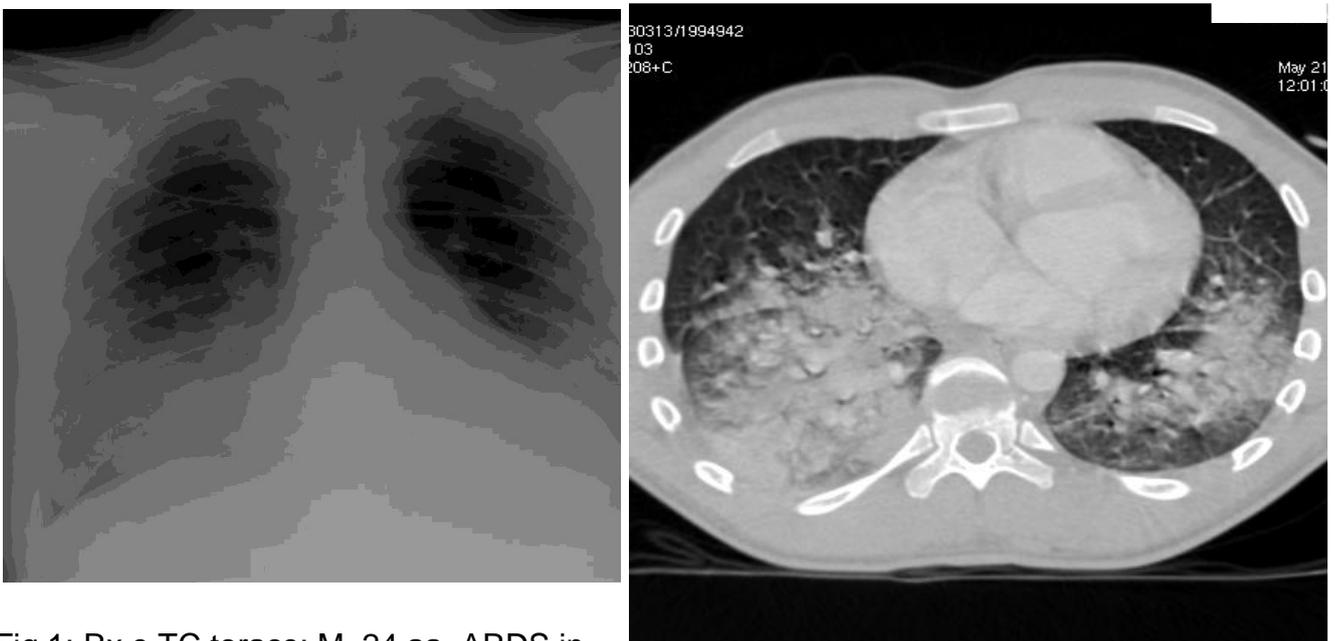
Rx e TC torace: M, 24 aa. ARDS in polmonite H1N1.
